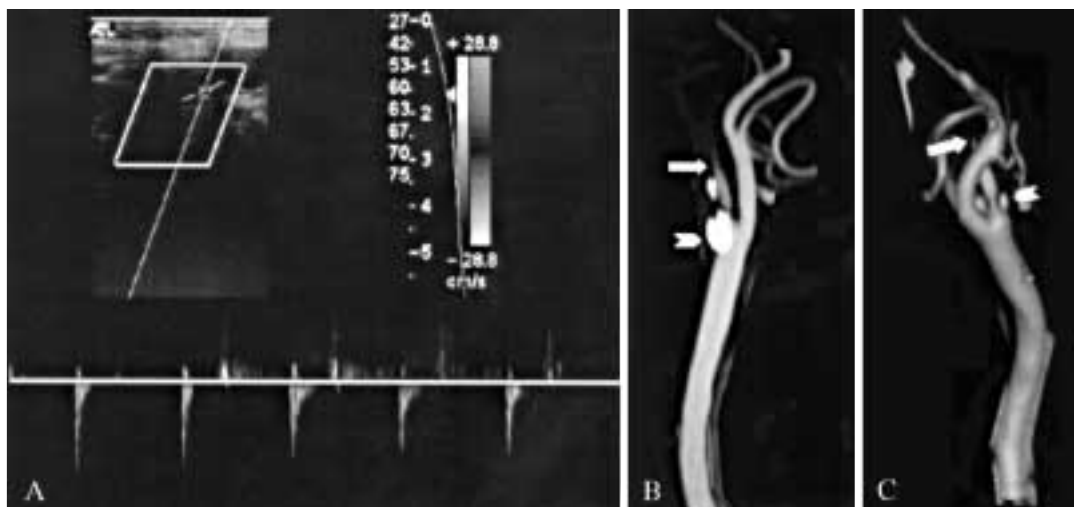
Arteria carotide interna destra completamente occlusa all'eco-color Doppler ed all'angio-TC. L'esame Doppler con campionamento a monte dell'ostruzione (A) dimostra un flusso caratteristico di tipo «stoppato», ad altissima resistenza e con reflusso durante la diastole. L'angio-TC, con riformattazioni maximum intensity projection (B) e volume rendering (C) conferma la totale occlusione del vaso (freccia) che si situa alcuni cm a valle di una grossa placca calcifica preoccludente (testa di freccia).
